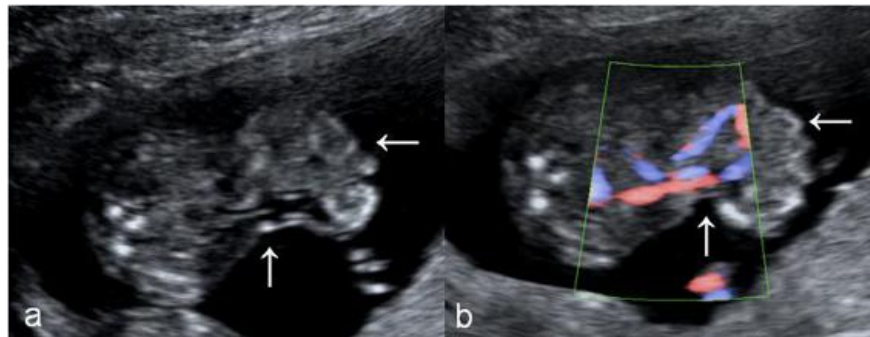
Feto afecto de gastrosquisis. Exploración mediante escala de grises (a) y Doppler color (b). Se identifican asas intestinales flotando libremente en el líquido amniótico (←), extruidas a través de una solución de continuidad de toda la pared. La inserción del cordón se localiza lateral al defecto, a la izquierda (◄).
